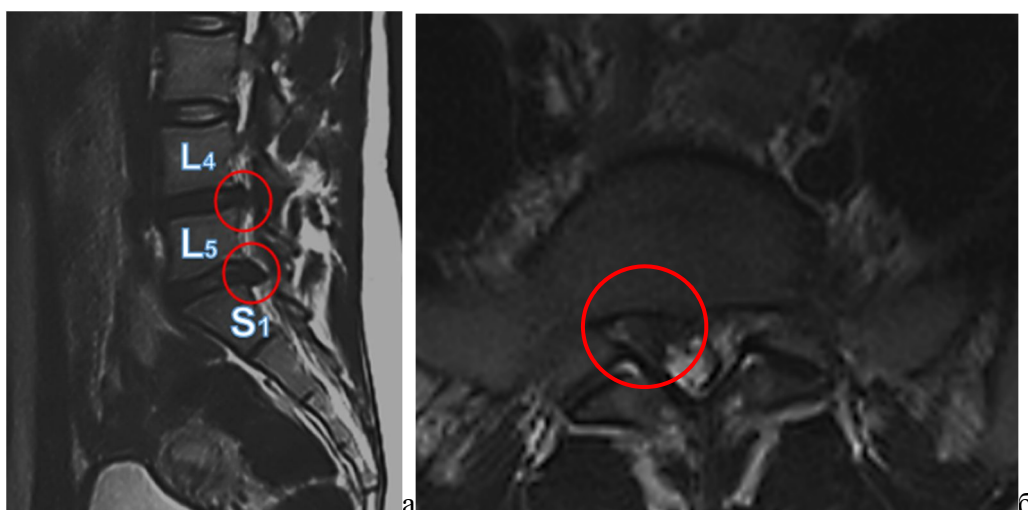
МРТ до операции: а – сагиттальная проекция: грыжи межпозвонковых дисков L4-L5, L5-S1; б – аксиальная проекция: парамедианная правосторонняя грыжа межпозвонкового диска L5-S1
